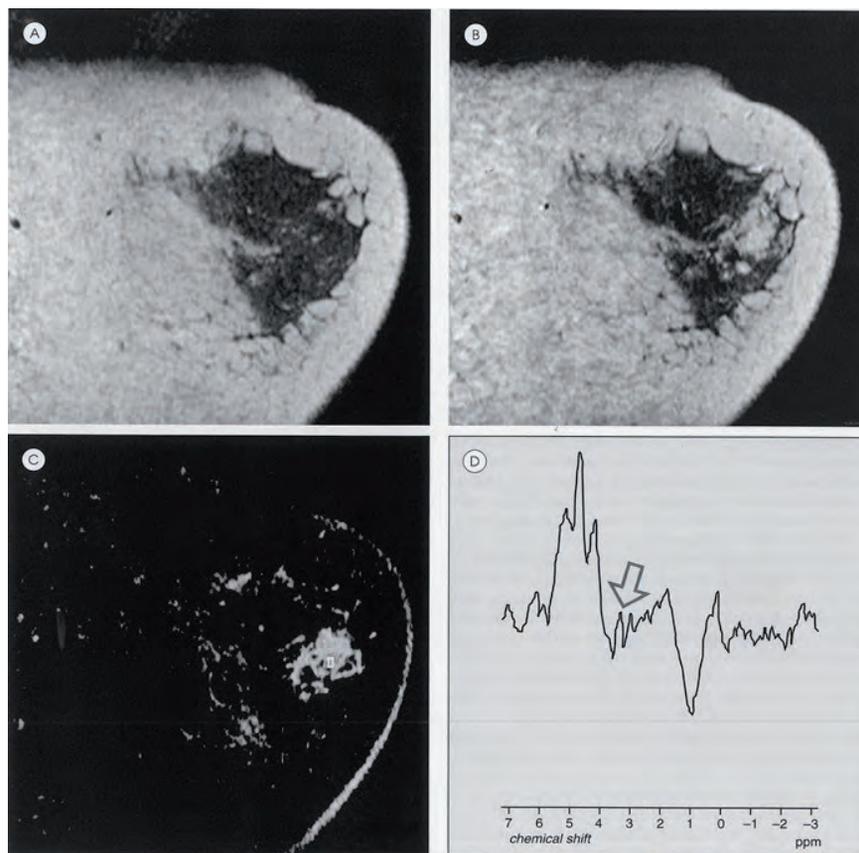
RM area focale di enhancement, la spettroscopia RM rileva la presenza del picco della colina
